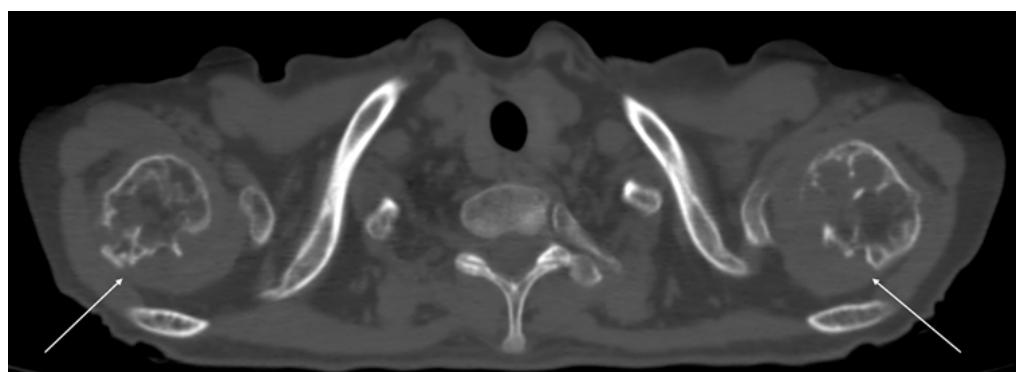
МСКТ ОГП аксиальный срез, признаки эрозивного двухстороннего артрита плечевых суставов.
